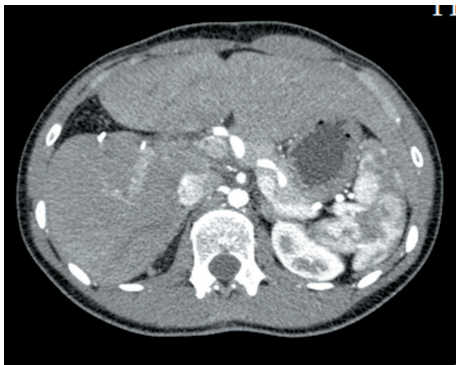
Мультиспиральная компьютерная томография пациента 2, артериальная фаза. В зоне резекции отчетливо видны скрепки
